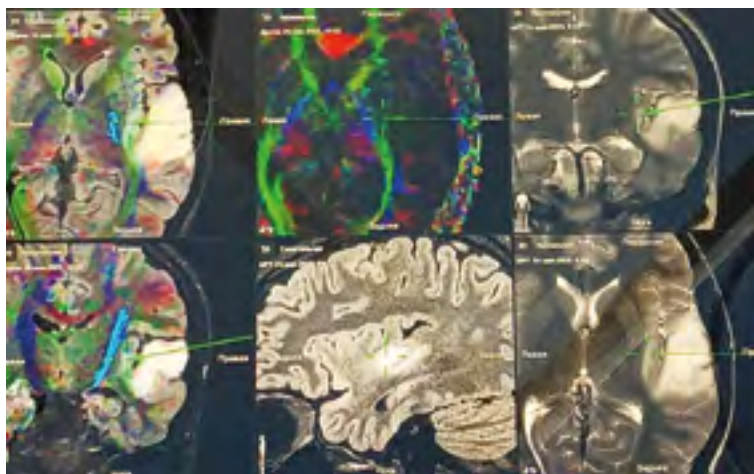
Интраоперационный навигационный контроль с использованием данных МРТ-трактографии. Навигационный зонд располагается в области островковой доли в непосредственной близости от кортико-спинального тракта.
